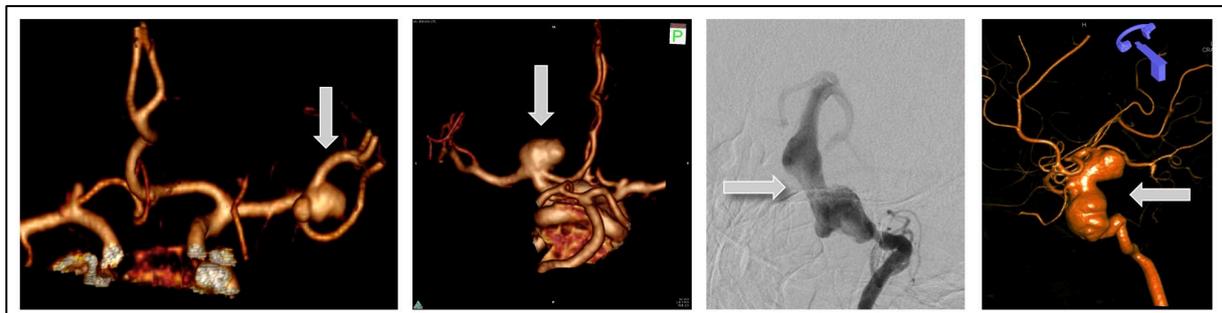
CT-Angiographie eines Aneurysmas an der Aufteilungsstelle von Arteria cerebri media und Arteria carotis interna (links, vertikale Pfeile); Darstellung zweier fusiformer Aneurysmen in der digitalen Subtraktionsangiographie (DSA) (rechts; horizontale Pfeile; Arteria vertebralis und basilaris, Arteria carotis interna).
